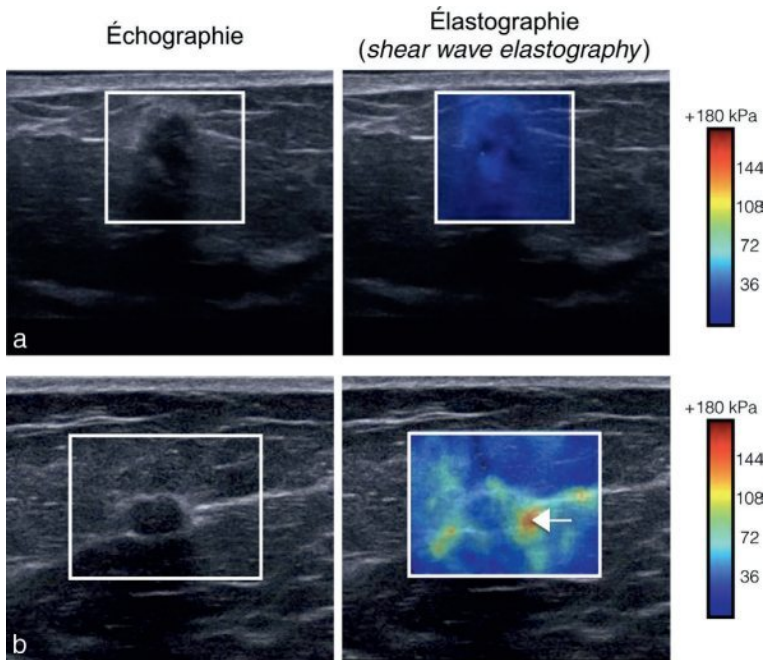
Échographie et élastographie quantitative mammaire.
